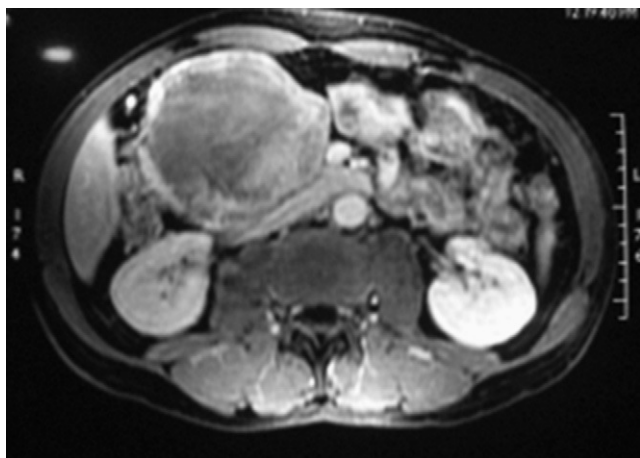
Resonancia magnética: gran masa retroperitoneal.
